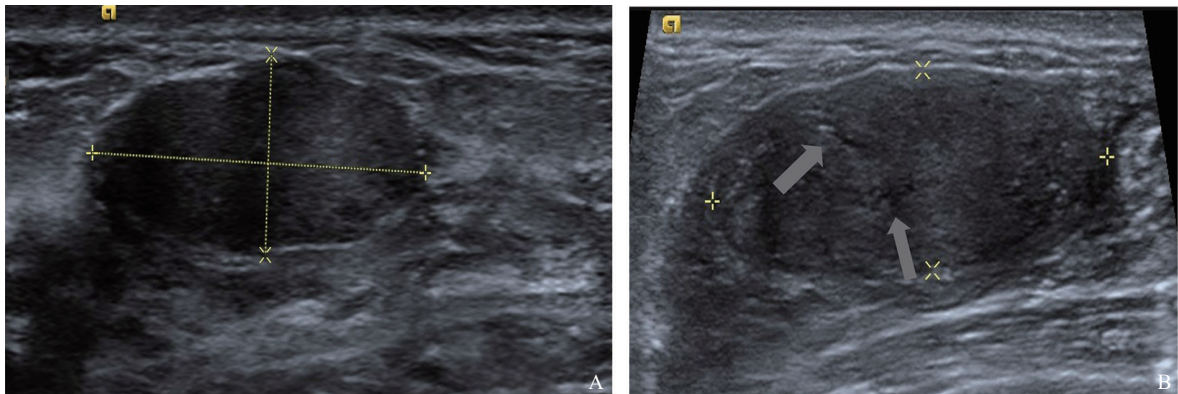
8例PASH BI-RADS 3类超声图像
